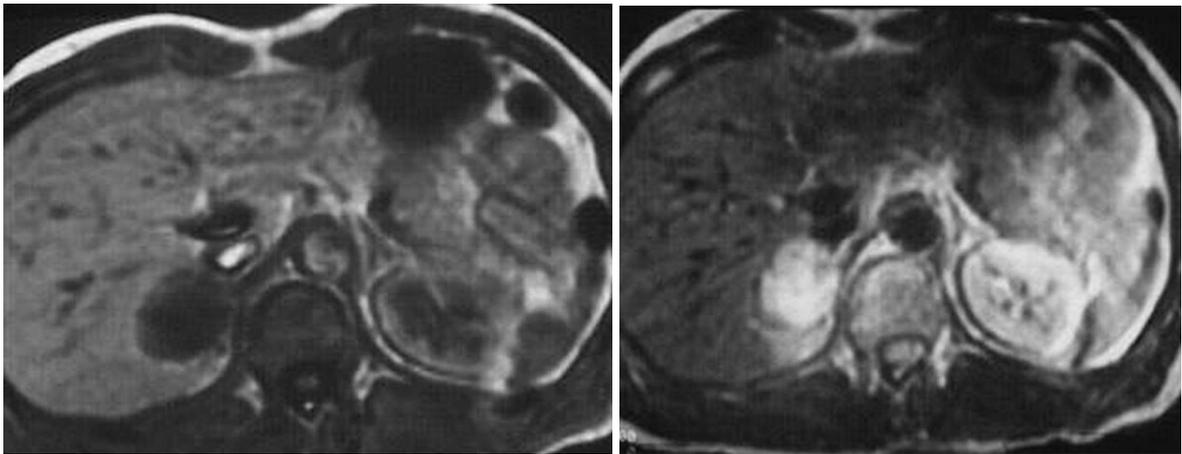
МРТ: а – (режим T1) небольшая феохромоцитома в виде однородного гипоинтенсивного образования в проекции правого надпочечника; б – (тот же случай, режим T2) гетерогенное гиперинтенсивное новообразование правого надпочечника
